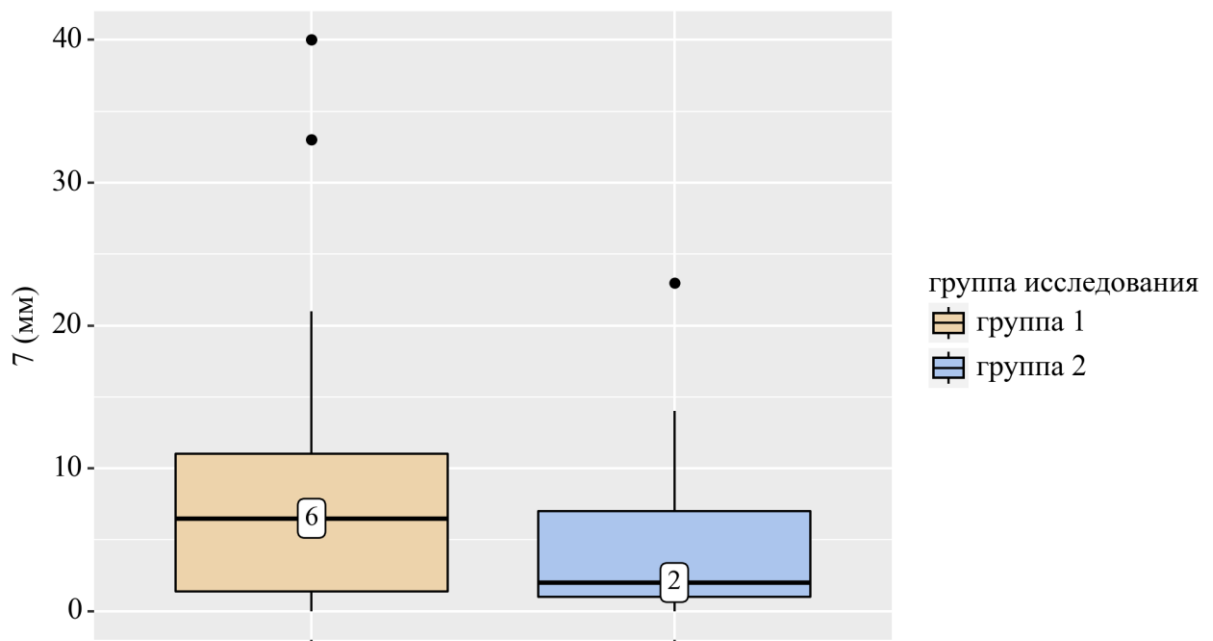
Анализ данных УЗИ почек на 7-е сутки
